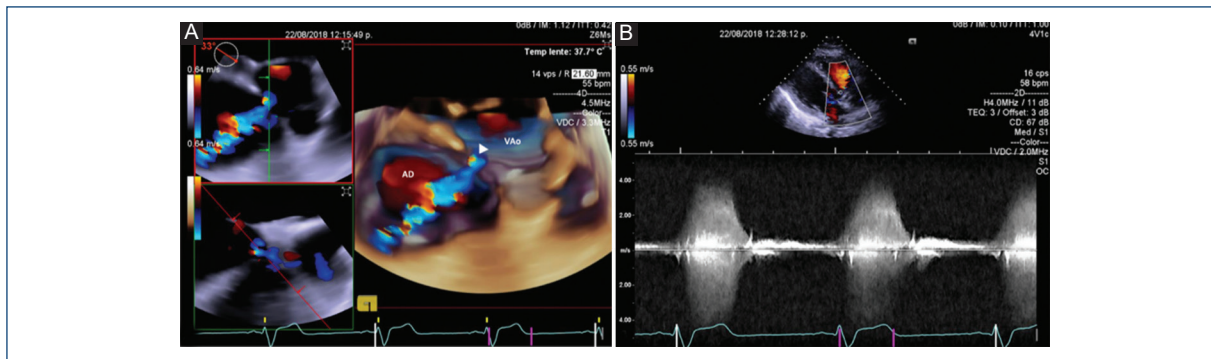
Ecocardiograma transesofágico. A: Imagen tridimensional vista desde la aproximación medioesofágica en el eje corto de la válvula aórtica que muestra la comunicación interventricular tipo Gerbode (punta de flecha). B: Mediante Doppler continuo se observa la velocidad máxima del flujo ocasionado por el defecto.
